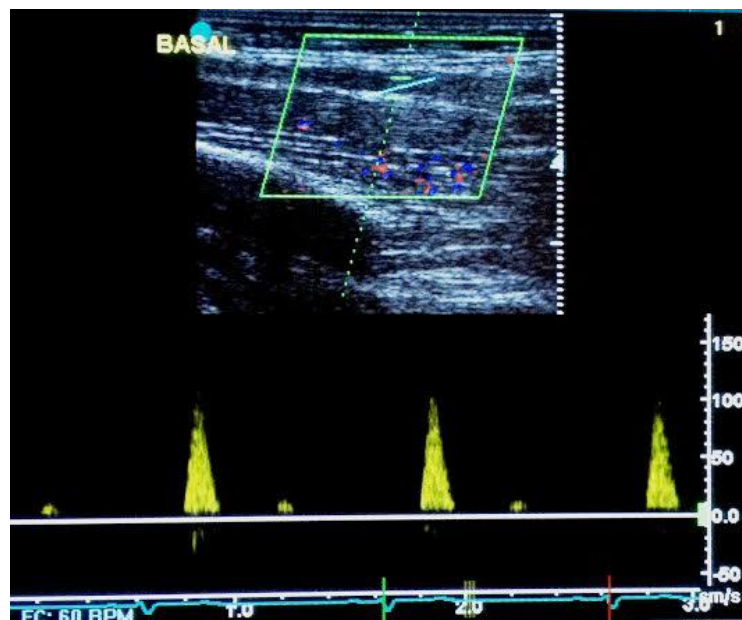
Determinação do fluxo da artéria braquial no estado basal através do Doppler pulsado
